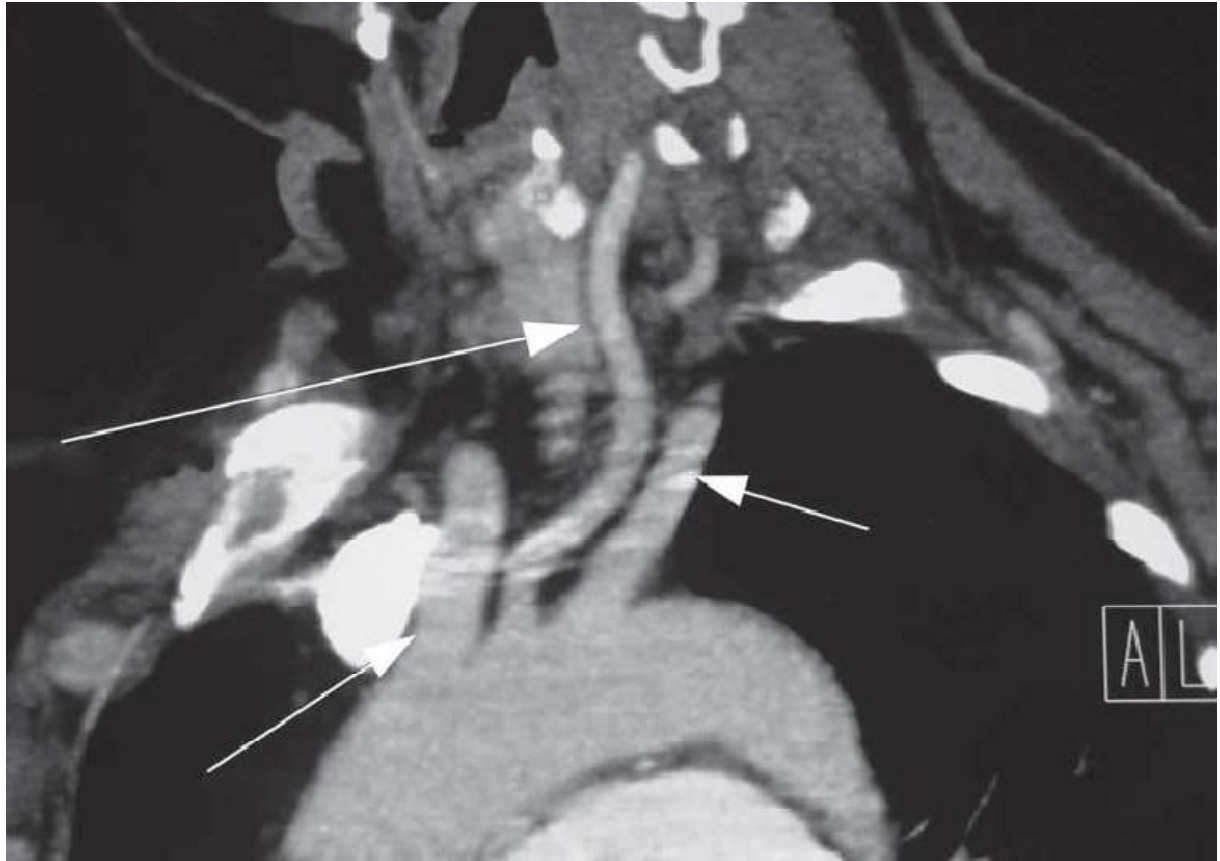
Angio-TDM de contrôle montrant la disparition du thrombus.
